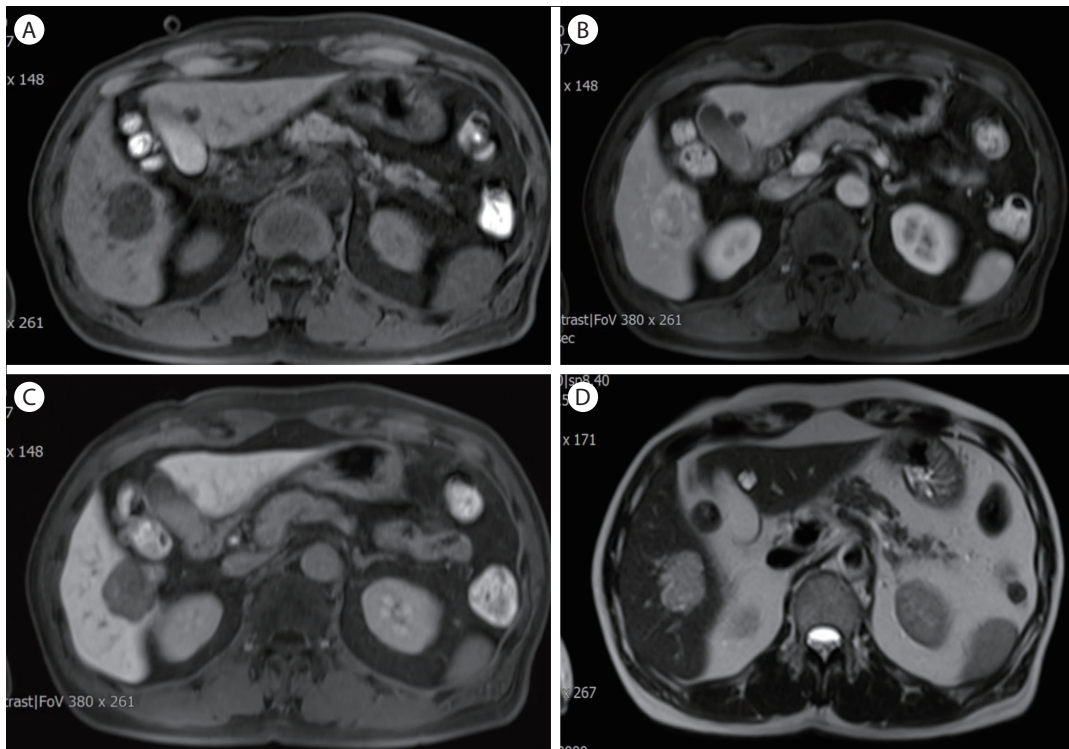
(A) Precontrast magnetic resonance imaging shows low signal mass. (B) The mass is enhanced at the arterial phase in the T1 weighted image. (C) The mass is washed out at the delay phase in the T1 weighted image. (D) The mass shows an intermediate signal in the T2 weighted image.
